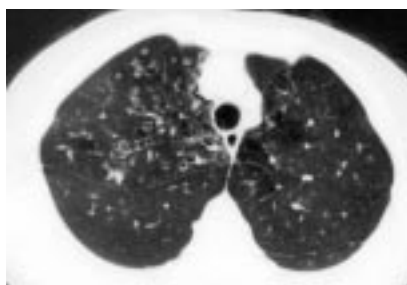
КТ. Цилиндрические бронхоэктазы в верхней доле правого легкого. Расширение просветов бронхов и утолщение их стенок при нормальном размере рядом расположенных артерий.
